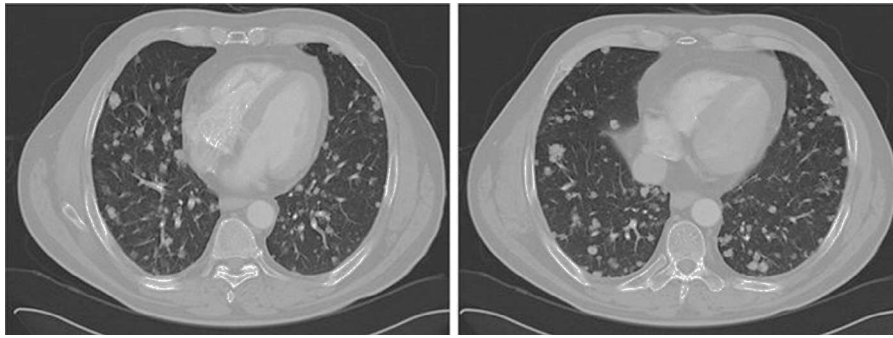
Cortes axiales de TC mostrando imágenes macronodulares bilaterales compatibles con metástasis pulmonares.
